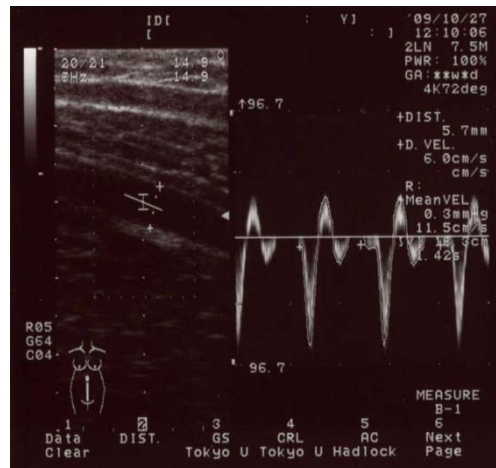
超音波画像（左：血管縦断図、右：平均血流速度）
